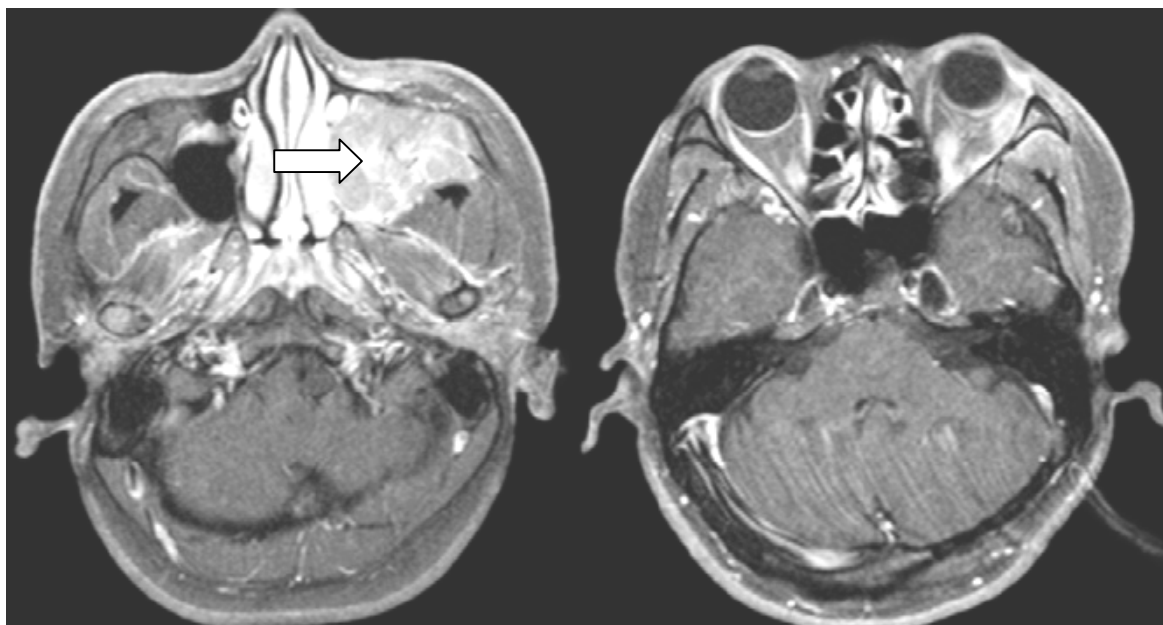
IRM en coupe axiale en séquence T2 montrant une tumeur occupant tout le sinus maxillaire gauche (flèche) avec un envahissement de la cavité orbitaire gauche (90).
